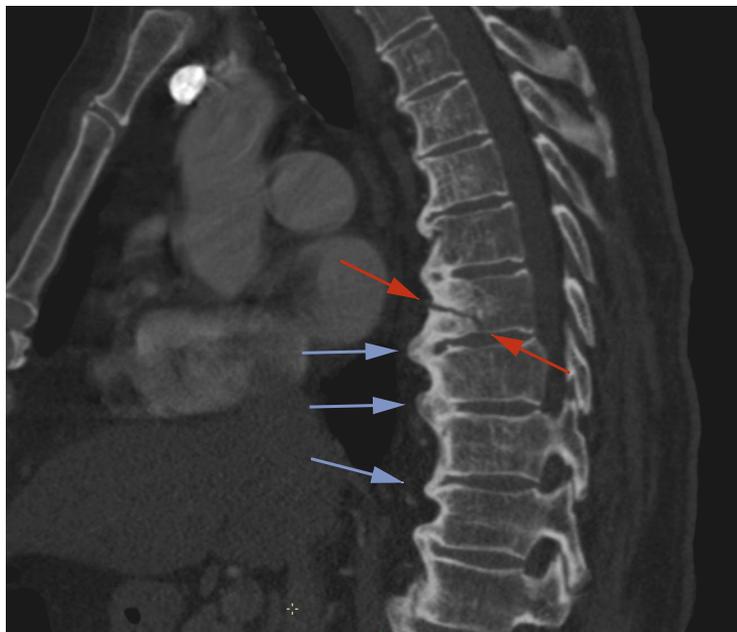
Fracture du rachis thoracique ankylosé (DISH, flèches bleues) et trait de fracture invisible sur des radiographies et découvert au CT-scan (flèches rouges).
